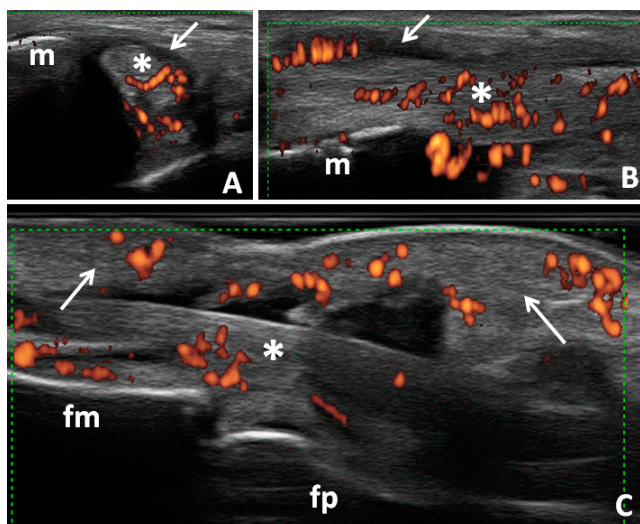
A y B. Cortes transversal y longitudinal retromaleolar interno, respectivamente. Obsérvese el tendón del tibial posterior (*) rodeado por un mínimo halo hipoanecogénico (flechas hacia abajo) indicativo de distensión de su vaina tendinosa (tenosinovitis) con importante aumento de la vascularización por la presencia de señal Doppler de poder a nivel tendinoso y peritendinoso. m: maléolo interno. C. Corte longitudinal palmar a nivel de la articulación interfalángica proximal. Nótese el marcado aumento del espesor difuso de las partes blandas con incremento de la vascularización por la presencia de señal Doppler. Además, se puede observar el tendón flexor del dedo (*) rodeado de mínimo halo hipoanecogénico y aumento de la vascularización por Doppler de poder indicativo de tenosinovitis flexora. Ambos hallazgos sugieren una dactilitis desde el punto de vista ecográfico. fp: falange proximal; fm: falange medial.
